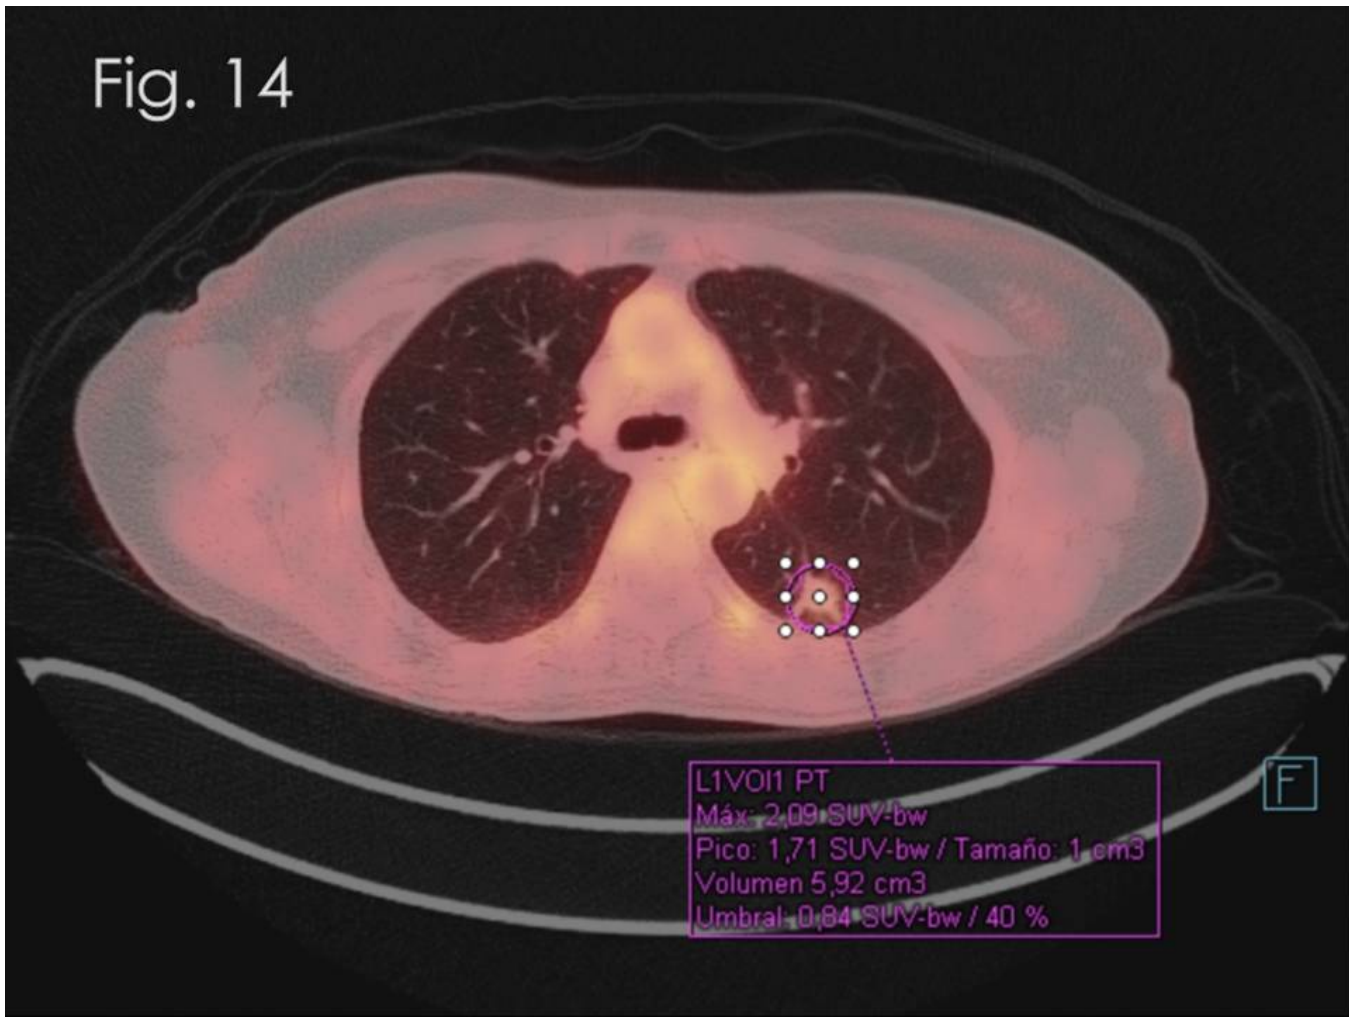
Adenocarcinoma de pulmón con SUVmáx bajo (2.09).
